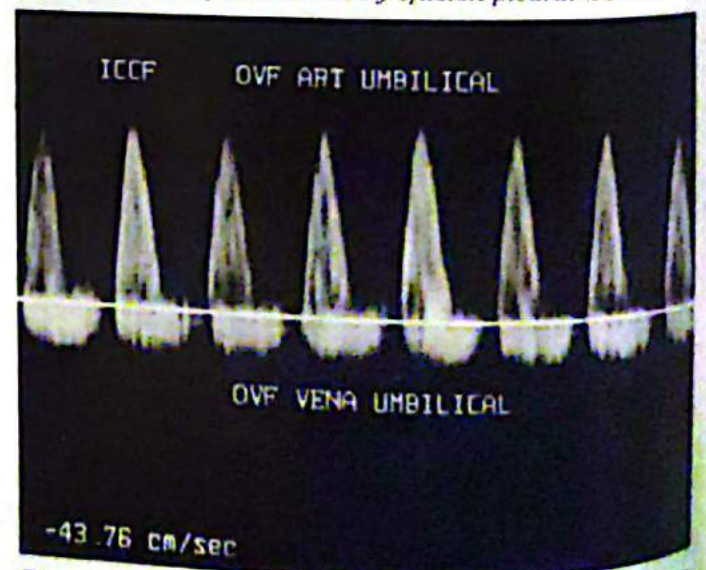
OVF Doppler de arteria y vena umbilical en caso de ICCF. En la arteria ausencia de velocidades diastólicas y en la vena patrón pulsátil.
